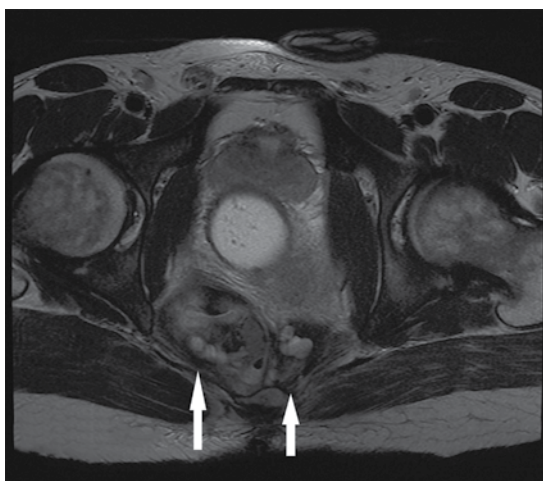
Resonancia magnética nuclear de pelvis: extensión de la lesión hacia la fosa isquiorrectal derecha.
